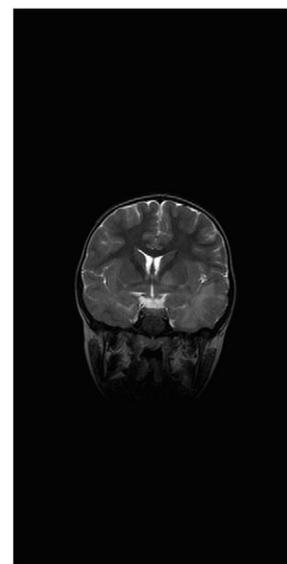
Corte coronal de la RMN, secuencia T2. Afectación difusa de sustancia blanca bilateral.
